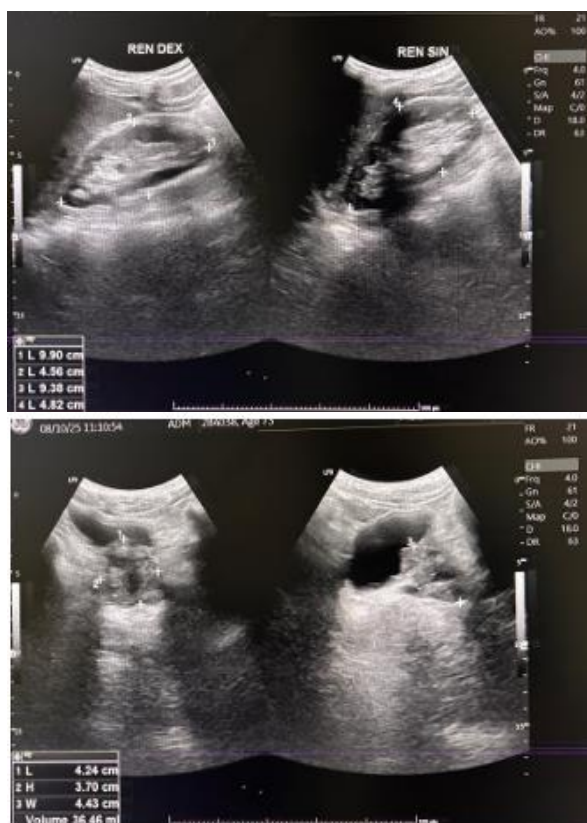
USG lower abdomen dengan ukuran prostat 4,24 x 3,70 x 4,43 cm, terhitung volume +36,46 cc, tanpa adanya abnormalitas pada ginjal serta vesica urinaria.
